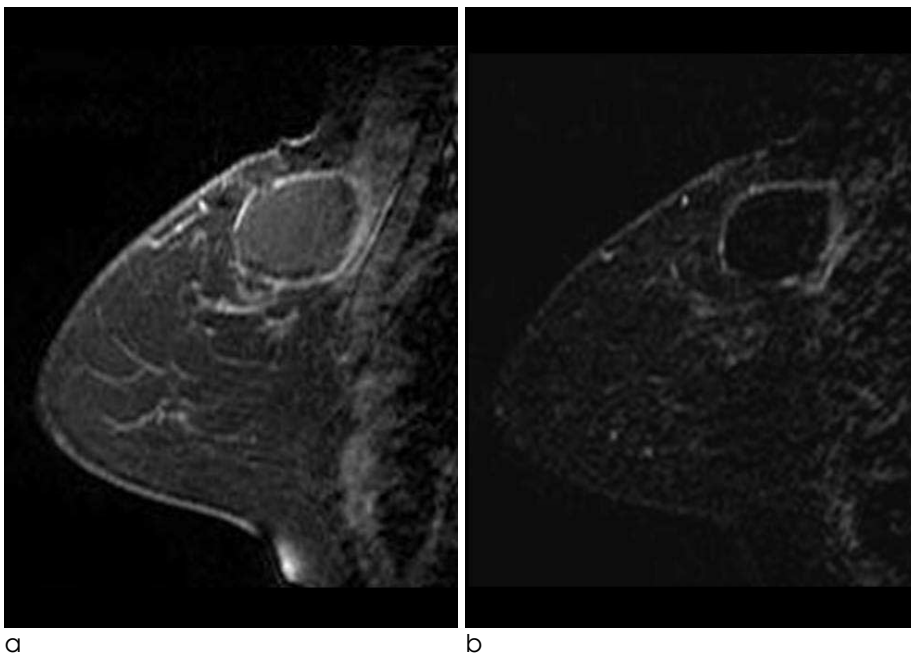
54-year-old woman with true-negative findings on MRI. MRI was performed 7days after excisional biopsy. (a) Dynamic enhancement and (b) subtraction image show thin rim enhancement around postoperative seroma. After breast conserving surgery, pathology revealed no residual cancer.
